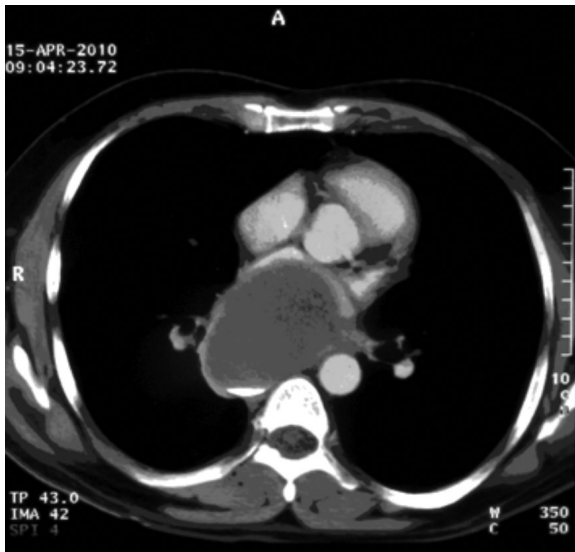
CT scan demonstrate a 7 cm bronchogenic cyst in the posterior mediastinum
